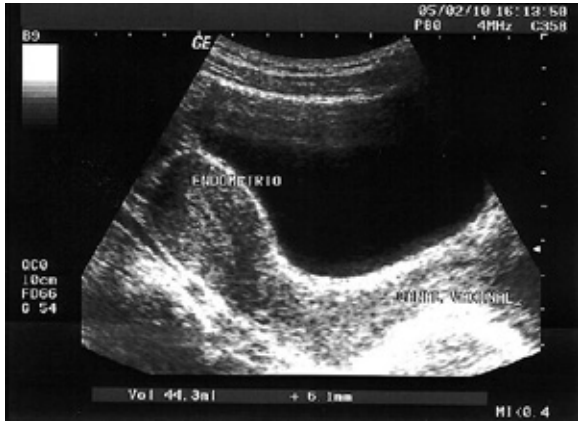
Ultrassonografia demonstrando a regressão uterina para volume normal.
